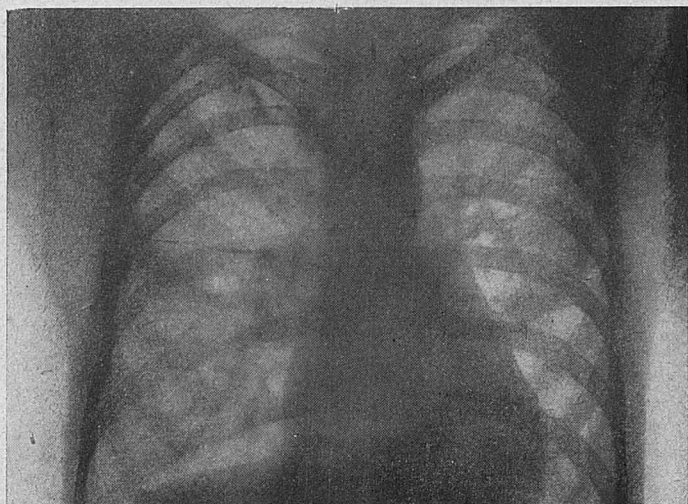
Radio 5. Cas 12. El mateix cas que la anterior radiografia (4) en una fase més avançada d'insuficiència cardíaca
